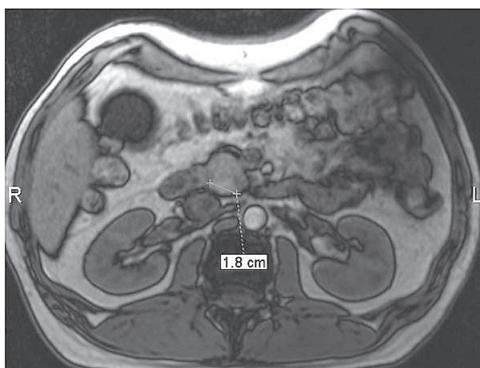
МРТ больного К. 24.08.2016. МР-последовательность Т1ВИ, аксиальная плоскость сканирования. Псевдоочаг в головке ПЖ повышенной интенсивности.
